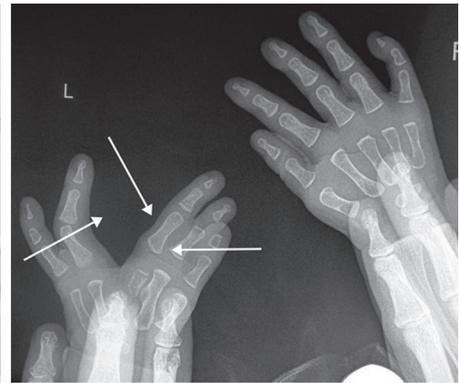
Рентгенограмма кистей пациентки А., 7 мес., правая кисть: базальная синдактилия 2-3 пальцев, расщепление до пястных костей, приведение 1 пальца, левая кисть без особенностей
